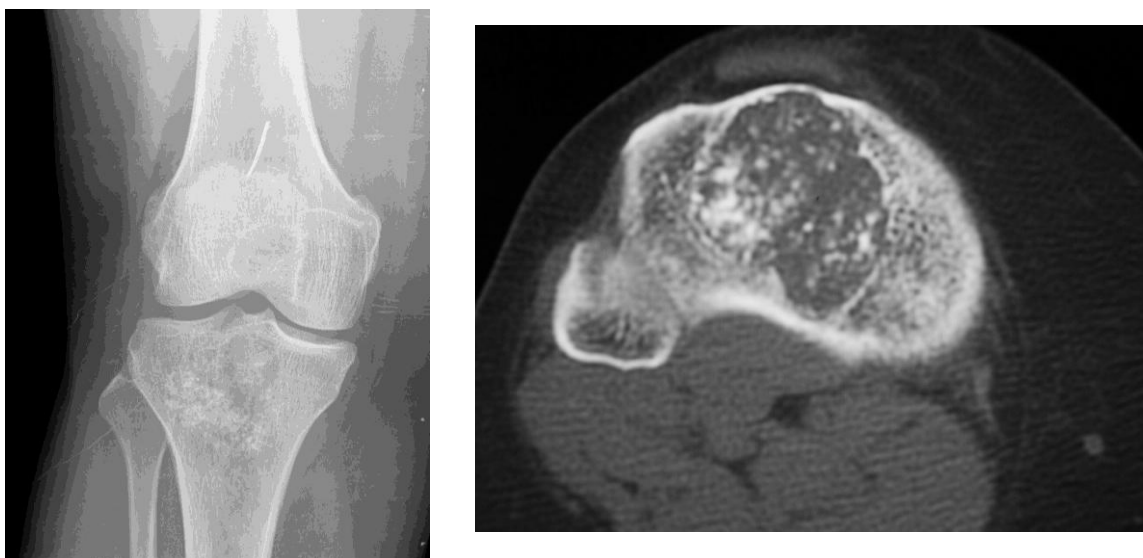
CBG de tibia proximal en una radiografía simple
